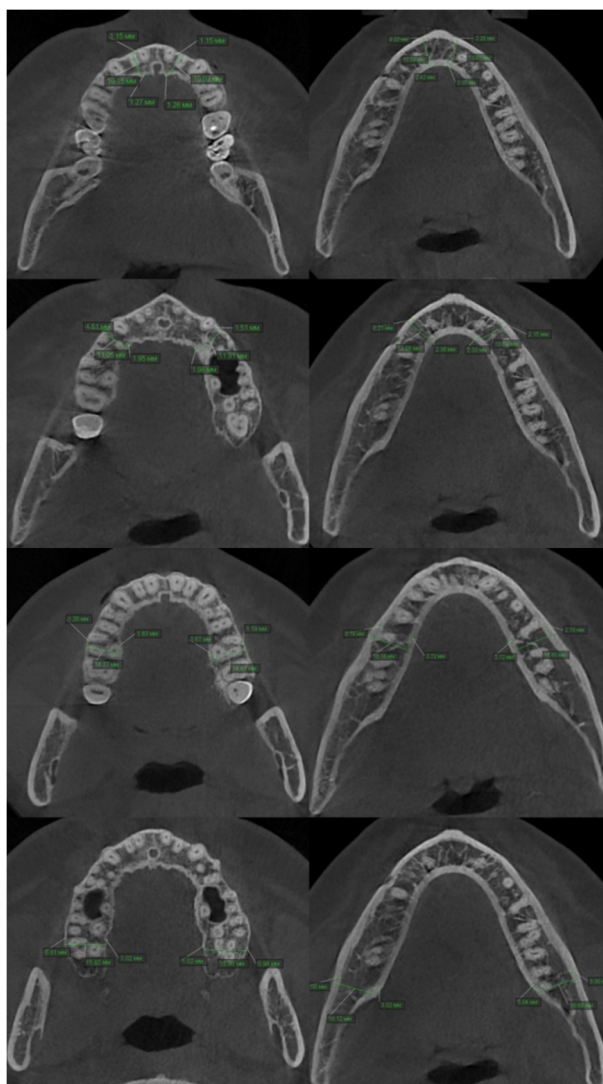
Методика измерения исследуемых параметров челюстей. Томограмма ротовой полости мужчины, 20 лет.
